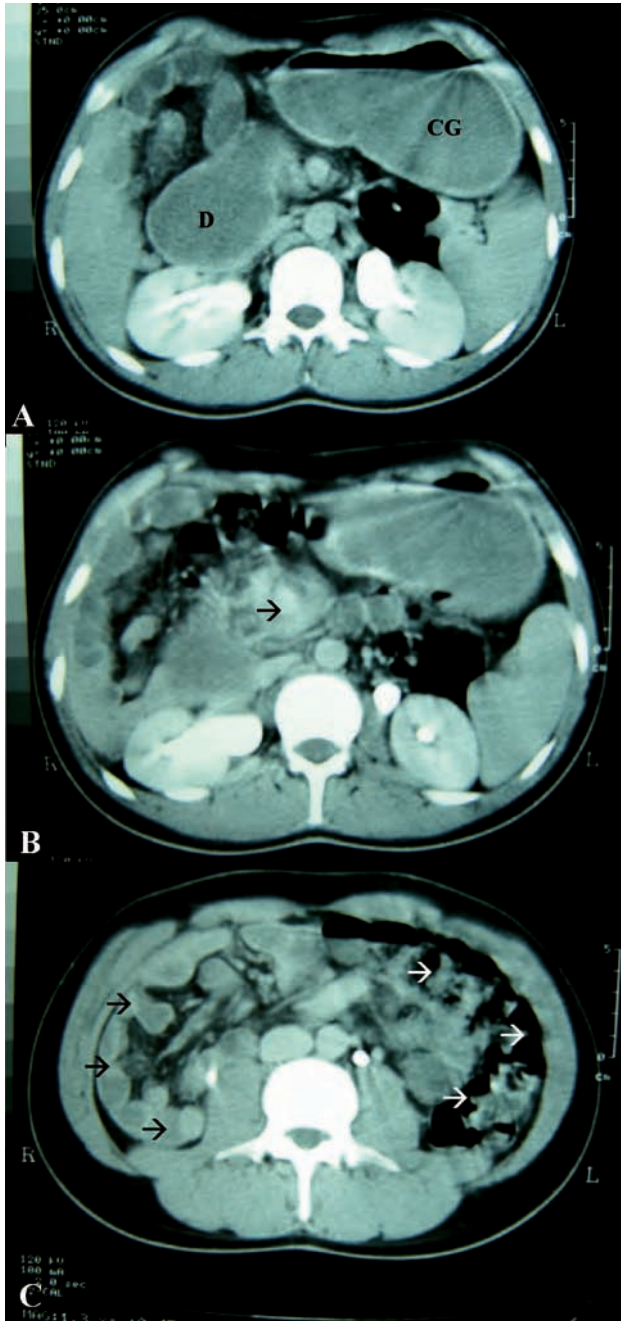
La tomografía abdominal muestra una marcada dilatación de la cámara gástrica (CG) y el duodeno (D) proximal (A); además del signo de "remolino" donde la vena mesentérica superior, el intestino y el mesenterio rotan alrededor de la arteria (FLECHA) (B). En cortes inferiores se puede apreciar las asas intestinales delgadas dispuestas a la derecha (FLECHAS NEGRAS) y las gruesas a la izquierda (FLECHAS BLANCAS) (C).
